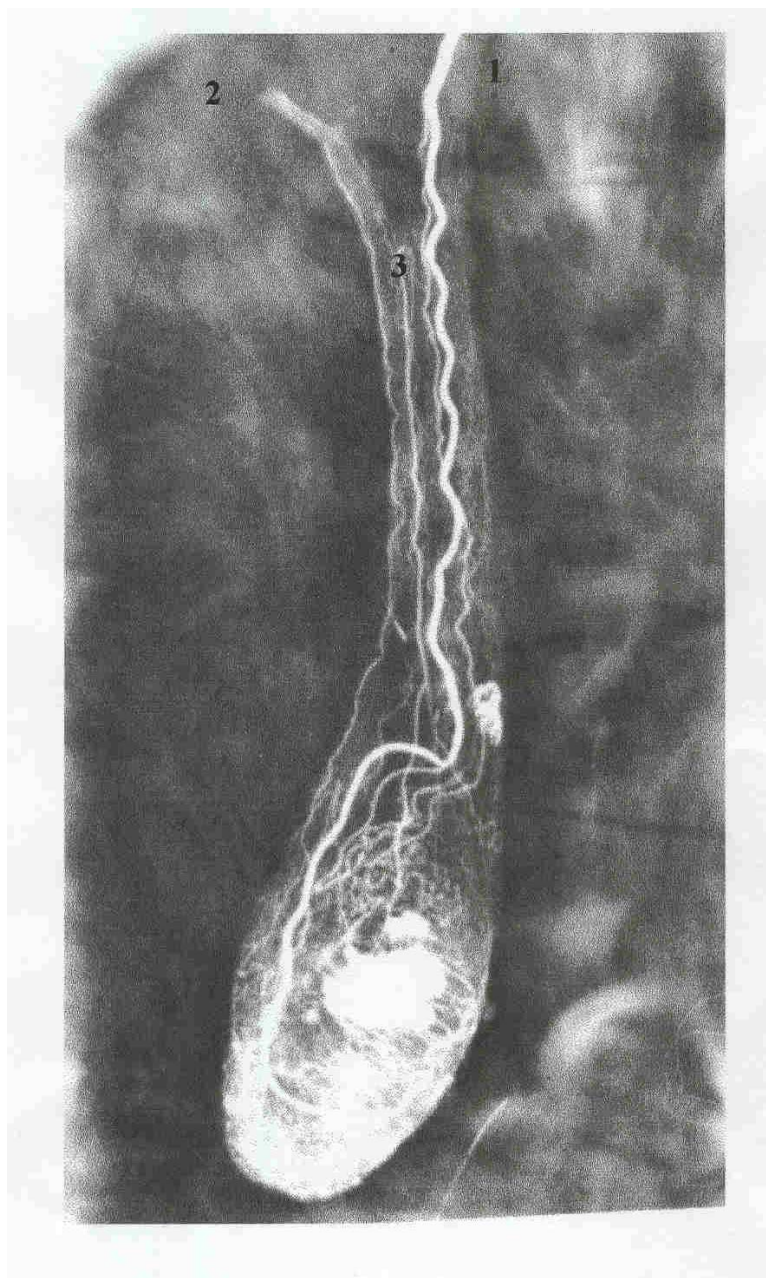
Рентгеноконтрастная ангиограмма артериальной системы яичка.
